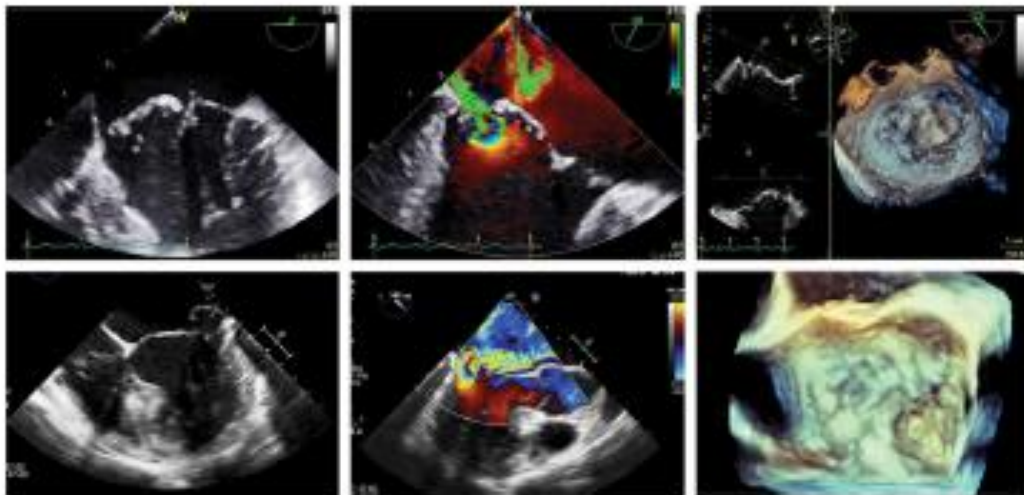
Upper panel: Transoesophageal echocardiogram of a severely myxomatous valve (Barlow's disease) with bileaflet prolapse and multiple regurgitant jets, and the corresponding three-dimensional (3D) image. Lower panel: Transoesophageal echocardiogram revealing a moderate myxomatous valve (*forme fruste*), with an evident posterior leaflet prolapse of the P2 segment and a regurgitant jet directed towards the inter-atrial septum, and the corresponding 3D image
